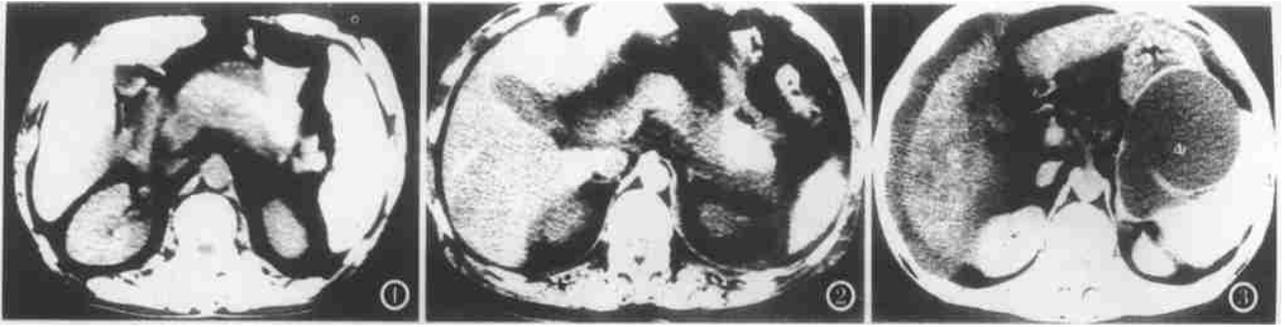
急性单纯性胰腺炎 胰腺体部增大,胰体前方小网膜囊少量积液,肝脏密度减低,肝CT值38HU,脾CT值53HU。
